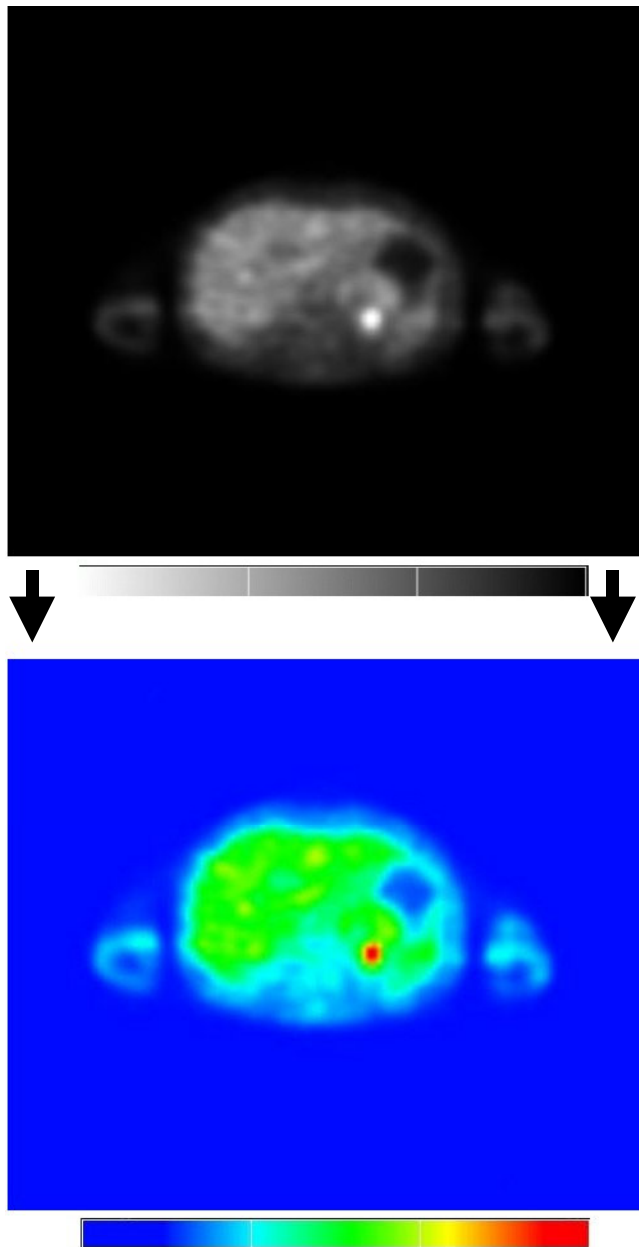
Farbtransformation eines PET von der Grauwertdarstellung in die Regenbogenfarbtabelle.
